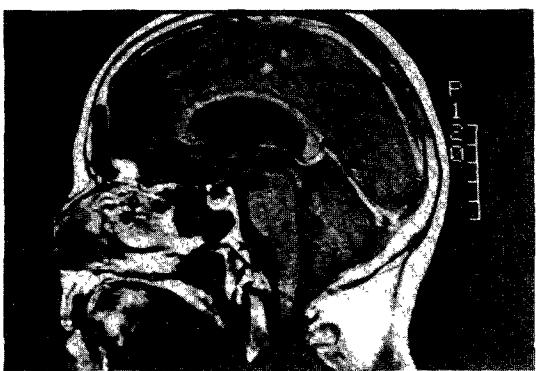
► : The post operated sagittal MRI demonstrate the complete removal of tumor mass in the anterior portion of the foramen magnum.
